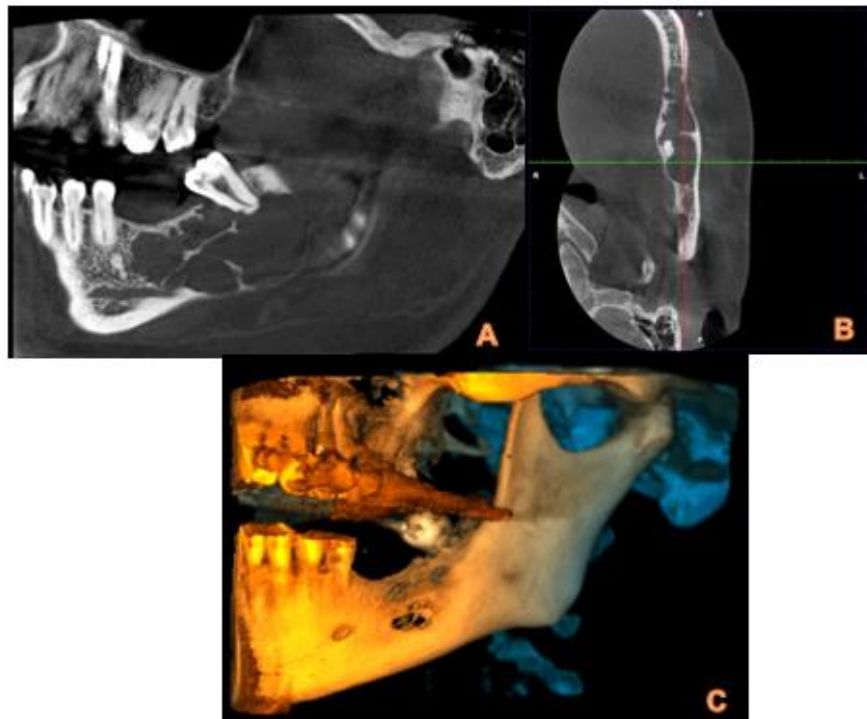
Imagen CBCT. A) Corte sagital. B) Corte axial. C) Reconstrucción 3D. Se observa una lesión radiolúcida mandibular multiloculada. (Cortesía: Dra. Torrealba T.).
